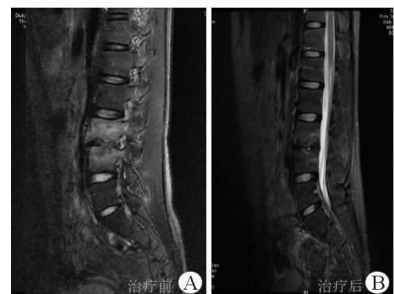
PT20 诺卡菌脊柱感染治疗前后腰椎 MRI 图像
